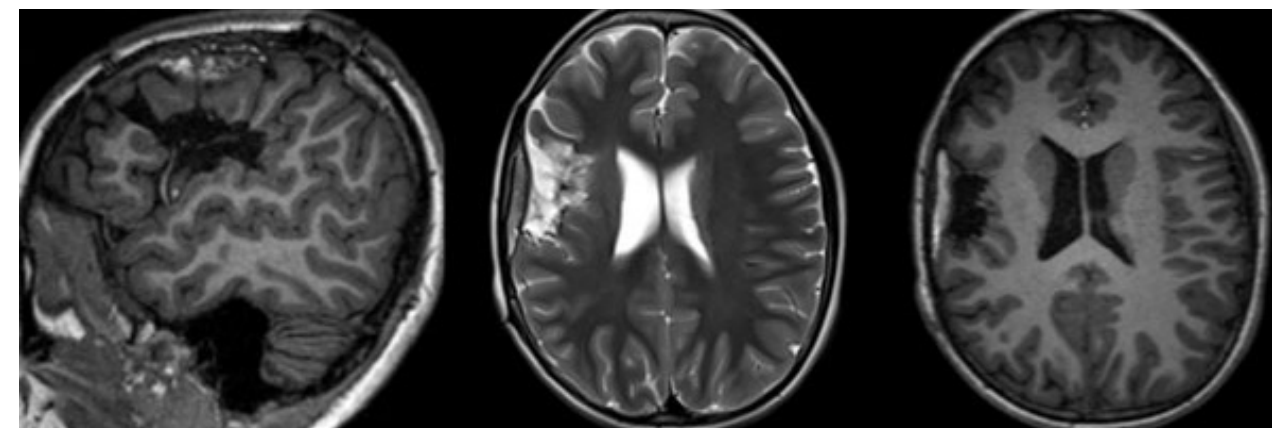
RM postoperatoria con resección de área de interés frontoopercular; sin complicaciones.
